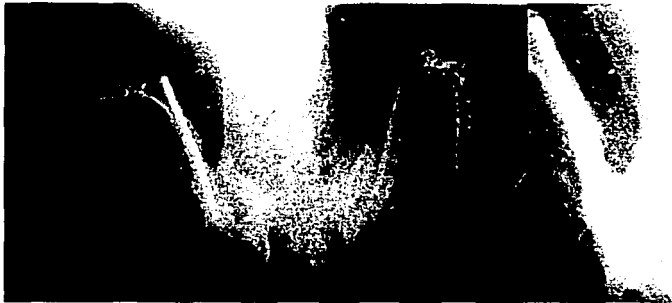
Radiografía hueso con implante de Zinalco luego de dos meses de la operación.
